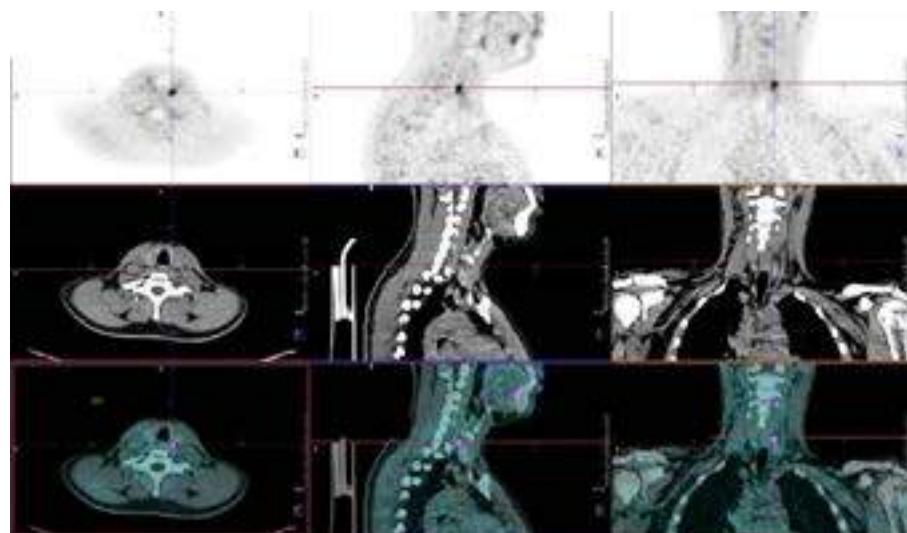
Imagens de PET/CT com $[^{18}\text{F}]$ FCH adquiridas aos 5 minutos pós-injeção. A) MIP, B) CT e C) PET/CT. Identificação de área de hipercaptação em posição retratiroideia ao nível do terço superior esquerdo (assinalado com seta cor de laranja) compatível com tecido paratiroideu hiperfuncionante.
